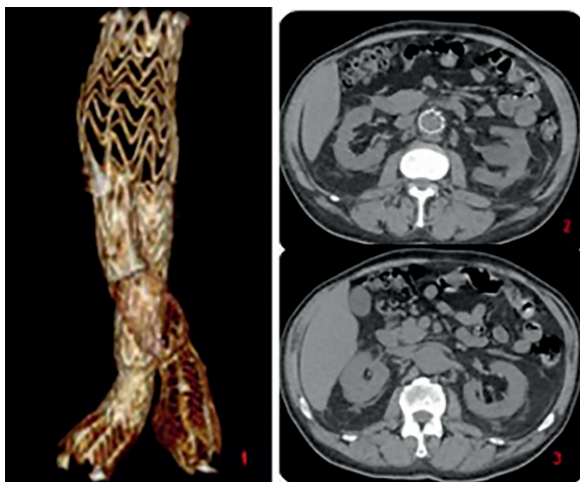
TC pós-operatório
